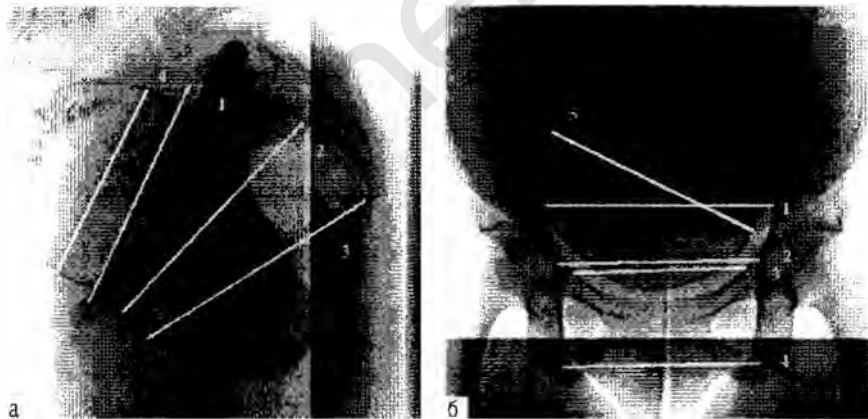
Боковая (а) и прямая (б) проекции малого таза, полученные на малодозной цифровой рентгенографической установке сканирующего типа «Сибирь-Н»: на боковой проекции (а) измеряют прямые размеры таза — входа (1), широкой части полости (2), узкой части полости (3), в данном случае — бипариетальный размер головки плода (4) и кривизну крестца; на прямой проекции (б) определяют поперечные диаметры таза — наибольший размер входа (1), широкой части полости (2), межкостный (3) и битуберозный (4) и лобно-затылочный размер размер головки плода (5).
